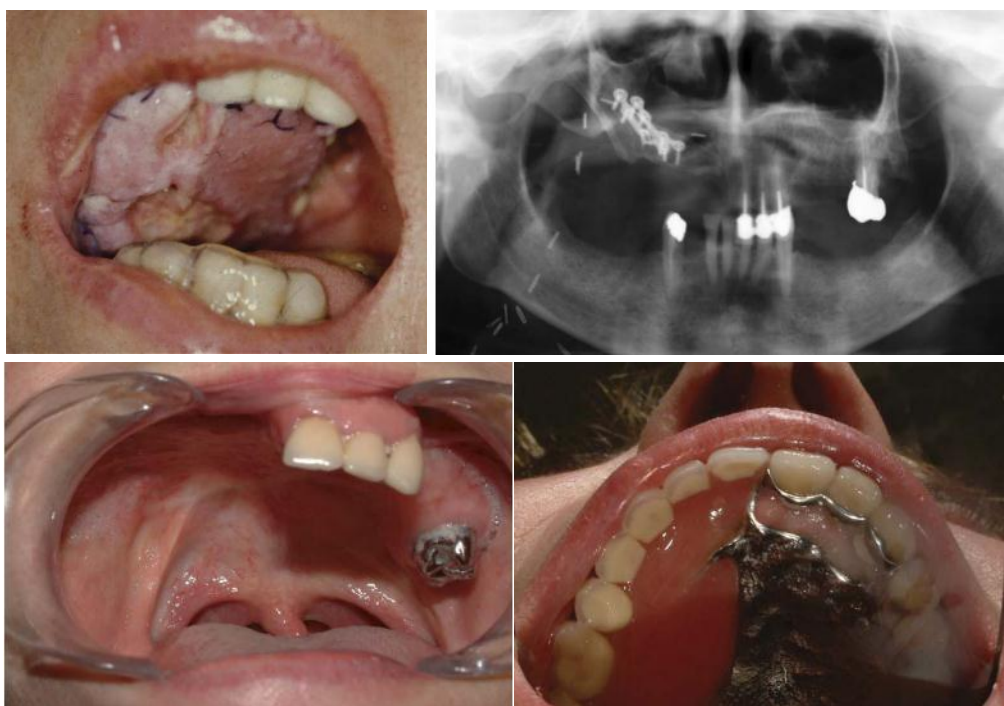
<sup>103</sup> Hémi-maxillectomie droite pour carcinome adénoïde kystique chez une patiente de 49 ans. Reconstruction par lambeau libre de fibula comportant une palette cutanée endobuccale. (En haut gauche) Vue peropératoire précoce ; noter l'œdème à l'origine d'une lésion de morsure sur la palette cutanée (protection dentaire par gouttière). (En haut droit) Orthopantomogramme à 5 ans. (En bas) Vue endobuccale à 5 ans
